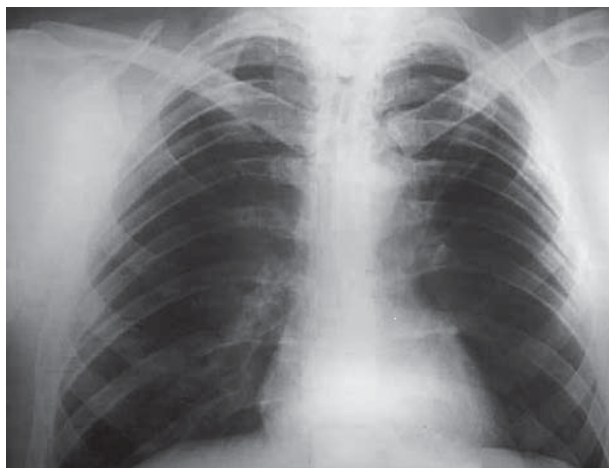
Обзорная рентгенография ОГК через 2 мес лечения (11.09.2013 г.)
